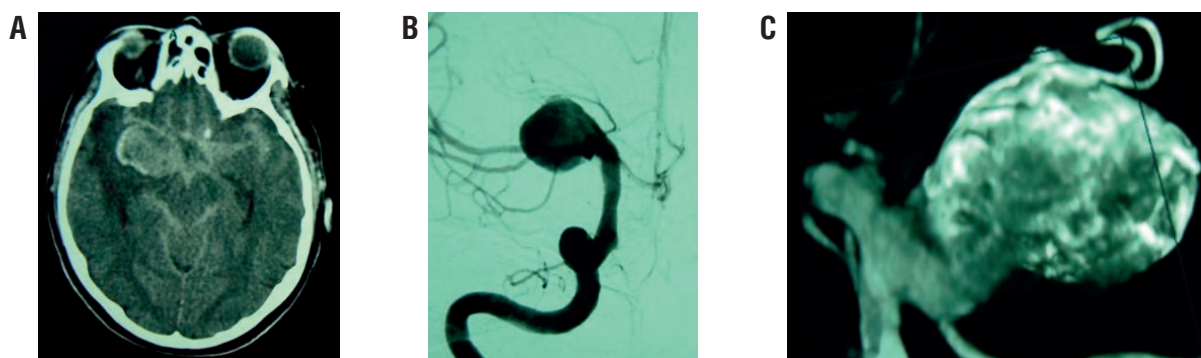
Изображение аневризмы правой задней соединительной артерии диаметром 3 см: А – компьютерная томография без контраста; В – ангиограмма через правую сонную артерию; С – цифровая реконструкция аневризмы для оценки пригодности для эмболизации [4].
